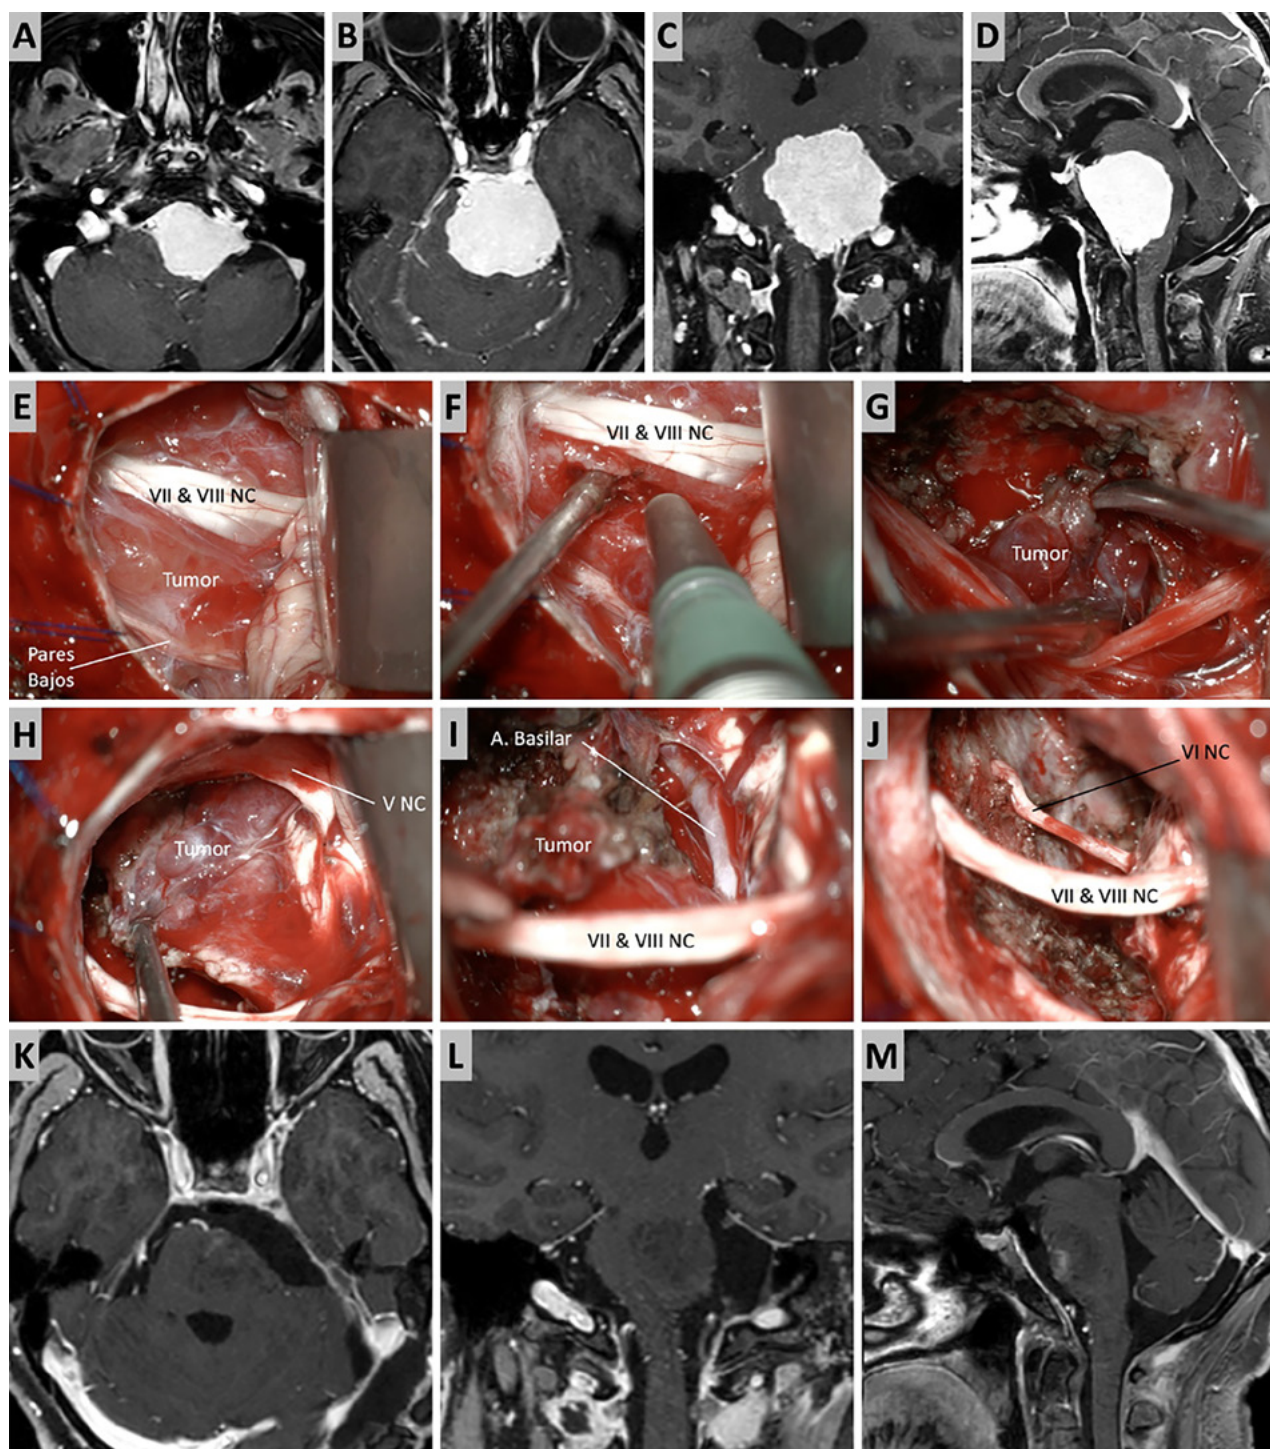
Caso ilustrativo #3. A-D. Resonancia que muestra MRPC con implantación clival. E-J. Se realiza un abordaje retrosigmoideo, consiguiendo la liberación del complejo VII-VIII del tumor y su resección completa. K-M. Resultado imagenológico postquirúrgico.
